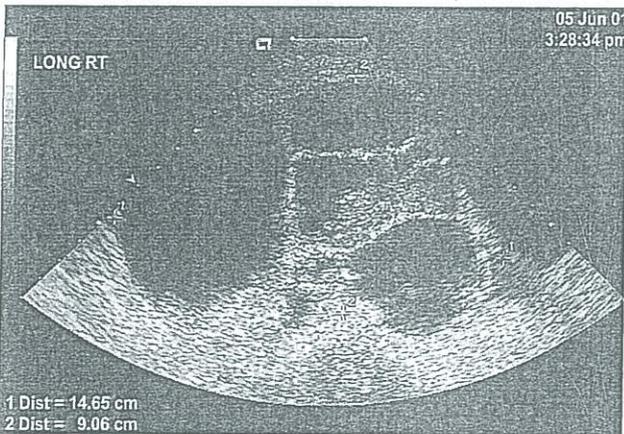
Cistoadenocarcinoma Ecografía transabdominal del anexo derecho muestra un tumor quístico y sólido con múltiples tabiques.
